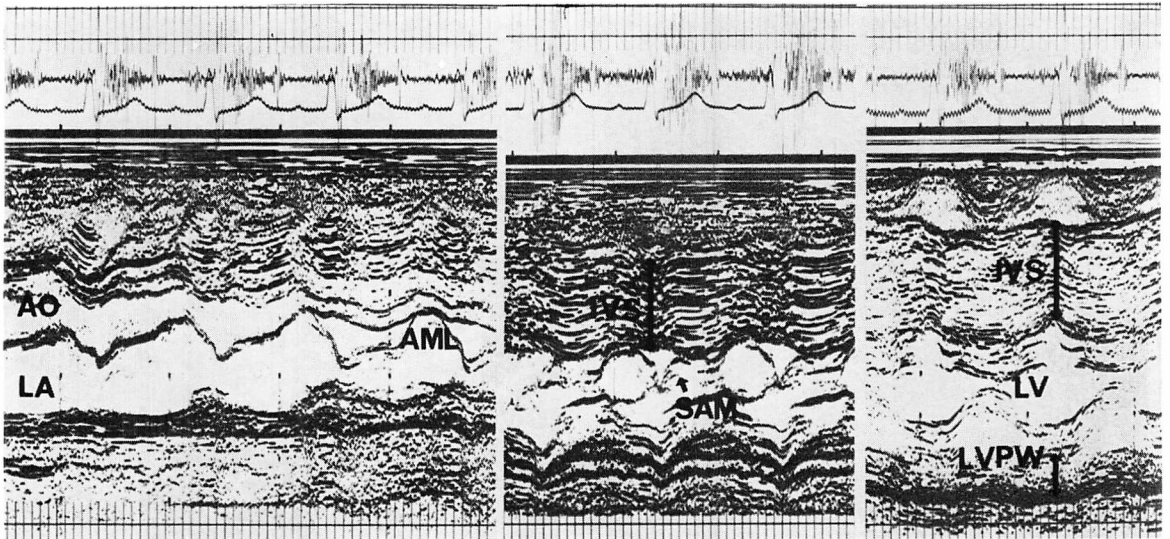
Echocardiograms of Case 2.
